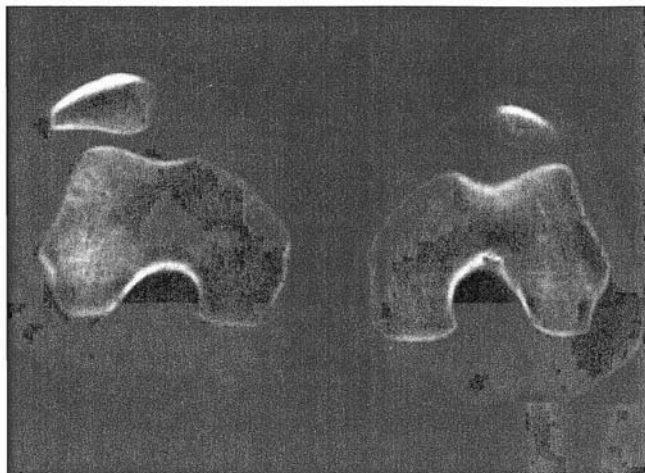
TAC de un paciente con luxación habitual de rótula. Se aprecia una tendencia a luxarse lateralmente.
